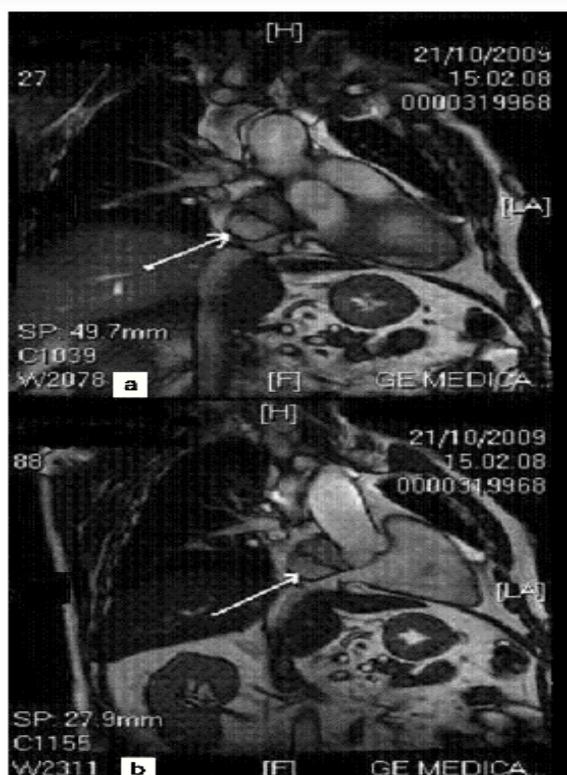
Imágenes de resonancia magnética cardiaca; muestra en la aurícula derecha una masa que sugiere un lipoma.⁴⁵
